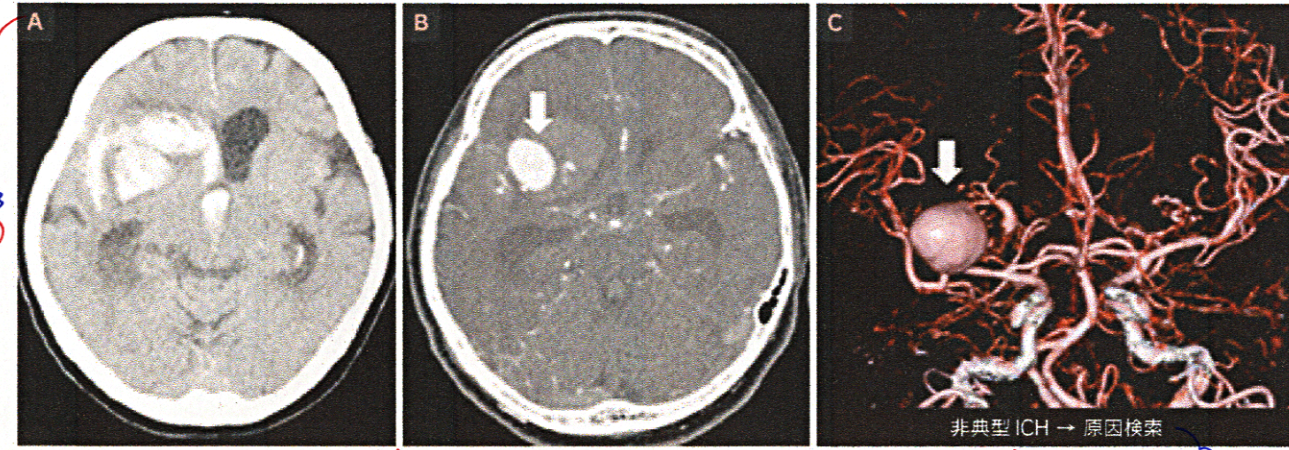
造影CTおよび3D-CTAにより診断された脳動静脈奇形破裂による脳出血
